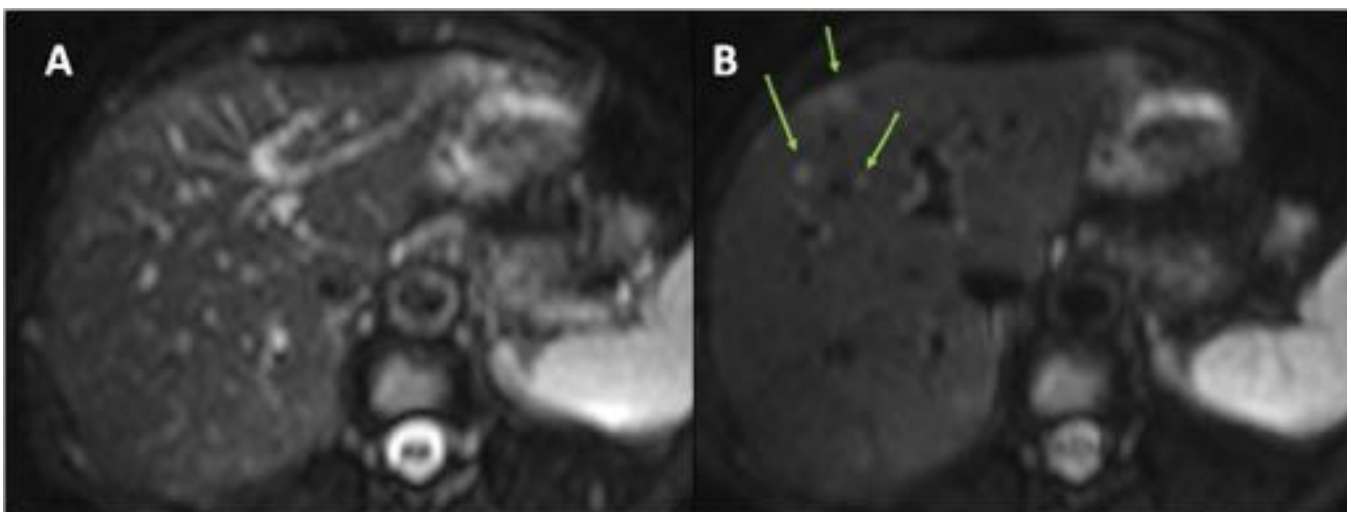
Metástasis de pequeño tamaño. A: imagen de RM difusión b 0 en la que no se detectan lesiones por tener la misma señal y tamaño que los vasos circundantes. B: imagen de RM difusión b 50 que pone de manifiesto las lesiones (flechas) al anular la señal de los vasos.
